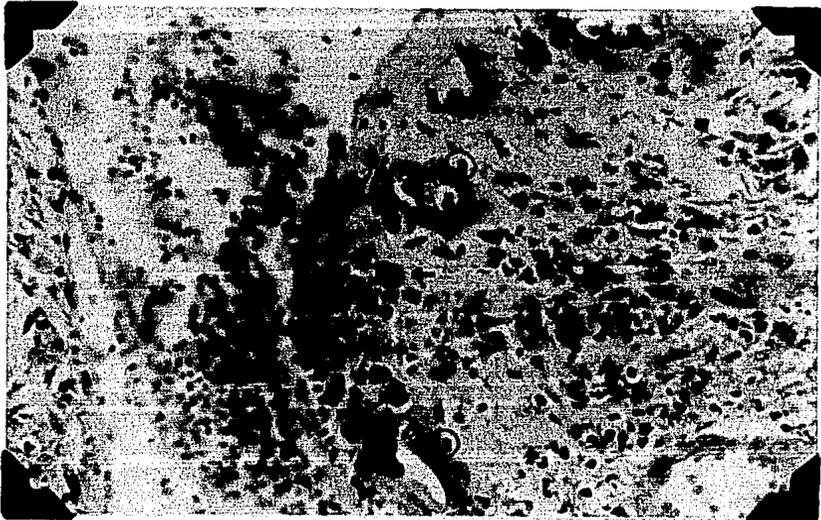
Granuloma periapical donde se observan vasos (a) y cercano a estos se encuentra una célula cebada. Johnson modificado (400 x).
